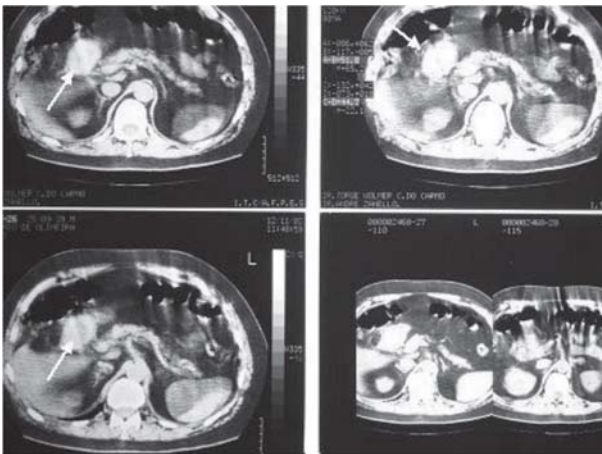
Tomografia computadorizada mostra cálculo com o diâmetro maior do que o da cabeça do pâncreas (setas).
